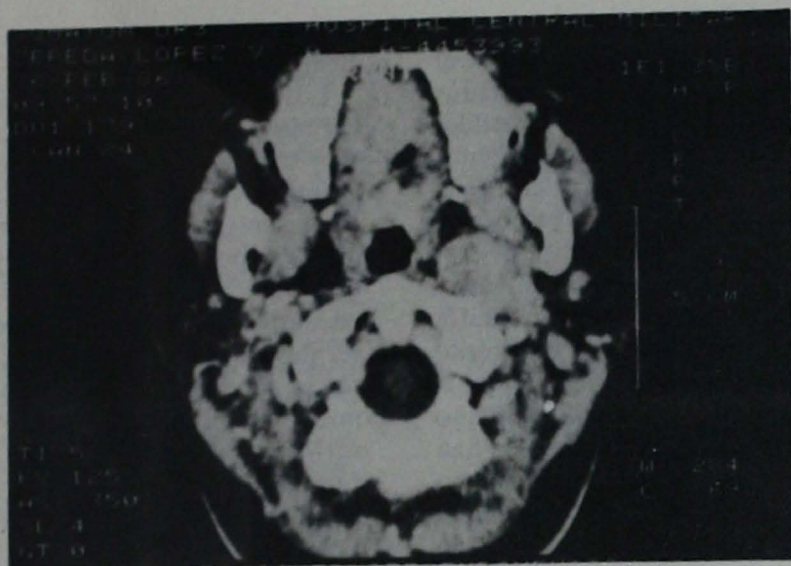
Tomografía axial computada con contraste endovenoso que muestra masa vascular en espacio parafaríngeo izquierdo y que corresponde al segundo caso presentado.
